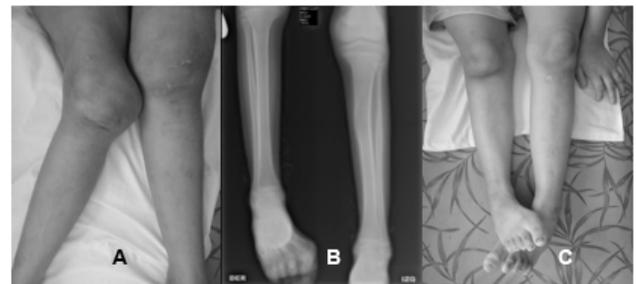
Caso 1: (A) Fotografía de miembros inferiores. Caso 2: (B) Radiografía de miembros inferiores. (C) Fotografía de miembros inferiores.
